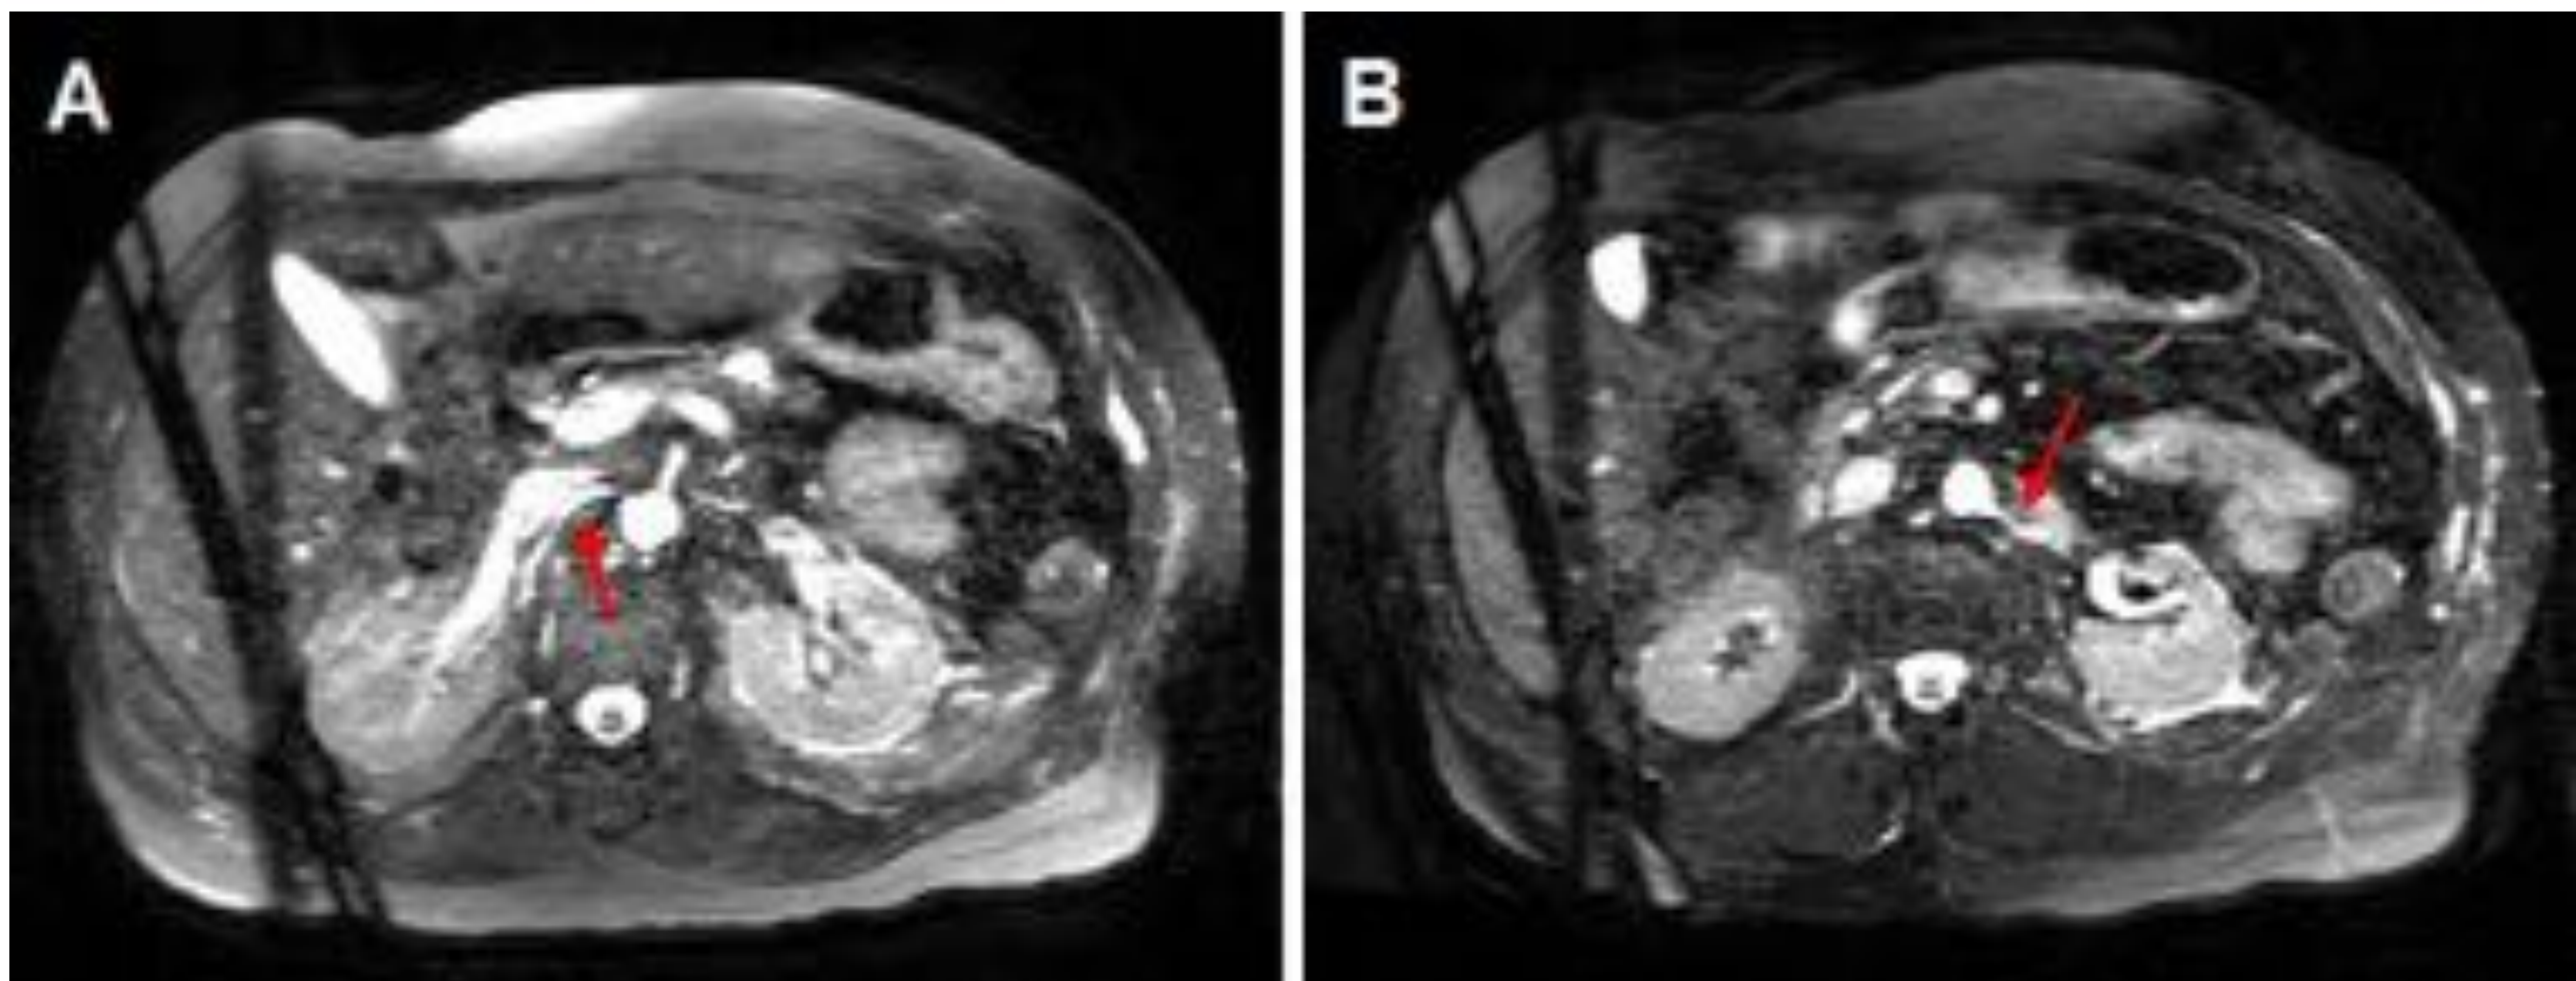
Angio-RM de arterias renales. Arteria renal derecha: flecha roja en A. Arteria renal izquierda: flecha roja en B.
